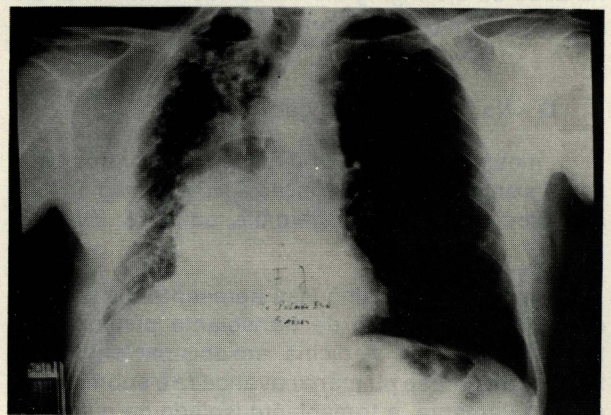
Caso nº 1: Radiografia aos 5 meses de pós-operatório.
